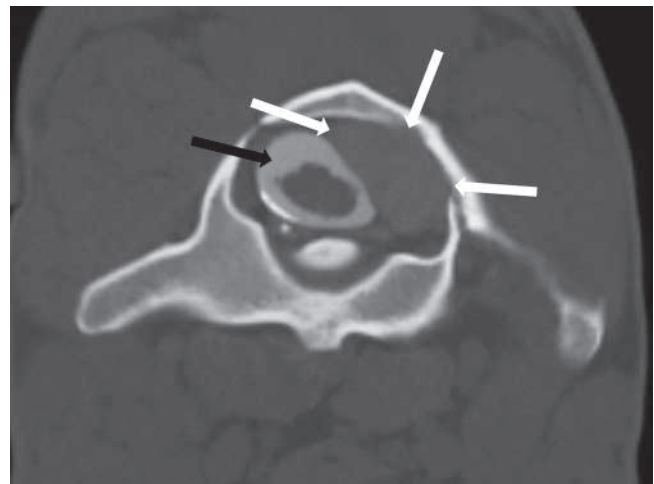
Transversales CT-Schnittbild der Masse (weiße Pfeile), welche das Rückenmark (schwarzer Pfeil) komprimiert. | Transverse CT image of the mass (white arrows) compressing the spinal cord (black arrow).
